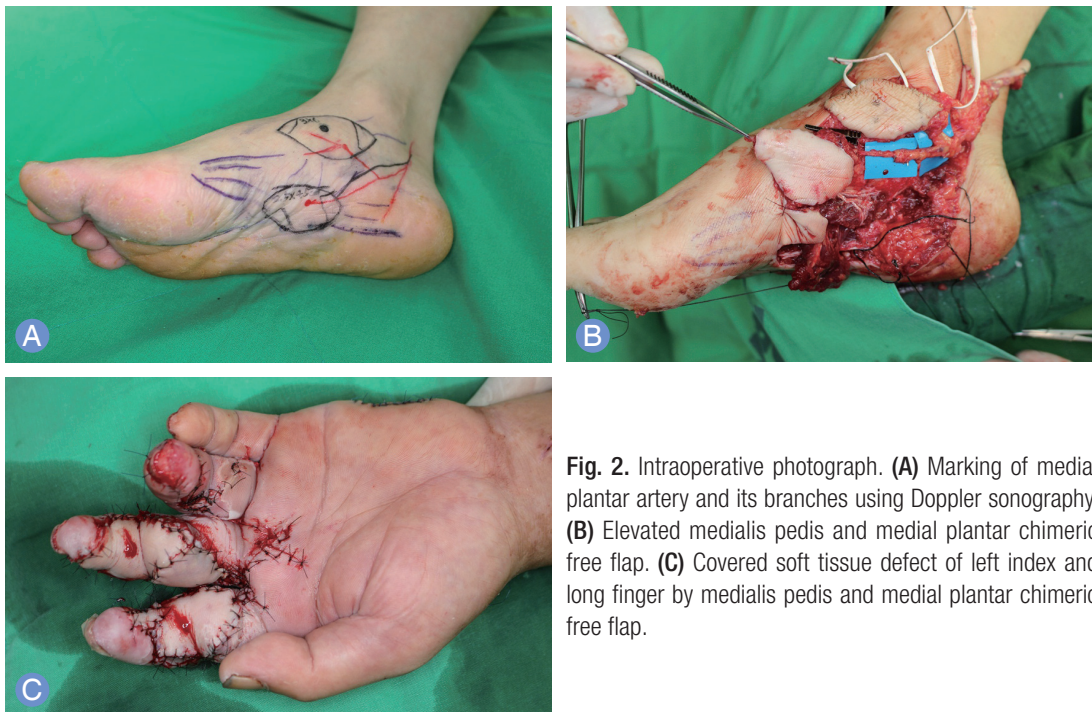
Intraoperative photograph. (A) Marking of medial plantar artery and its branches using Doppler sonography. (B) Elevated medialis pedis and medial plantar chimeric free flap. (C) Covered soft tissue defect of left index and long finger by medialis pedis and medial plantar chimeric free flap.
